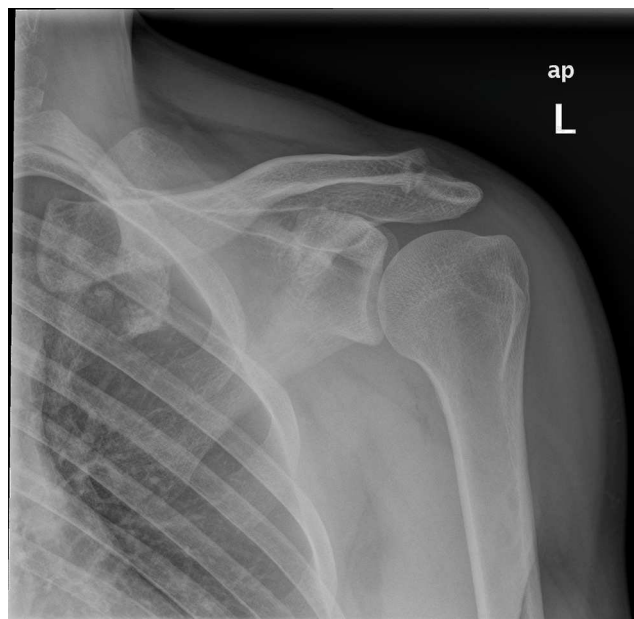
Radiografía anteroposterior de hombro izquierdo con artrosis acromioclavicular de hombro izquierdo. Obsérvese la hipertrofia de la articulación y la disminución del espacio articular.
